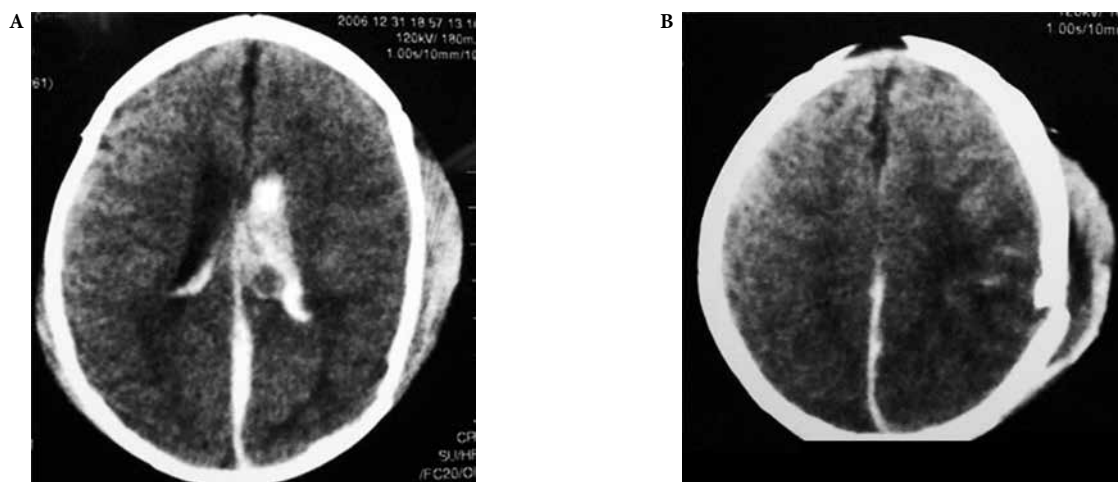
(A, B) TAC de crânio na admissão hospitalar mostrando HSA e hemoventrículo associado à fratura parietal com presença de céfalo-hematoma.
